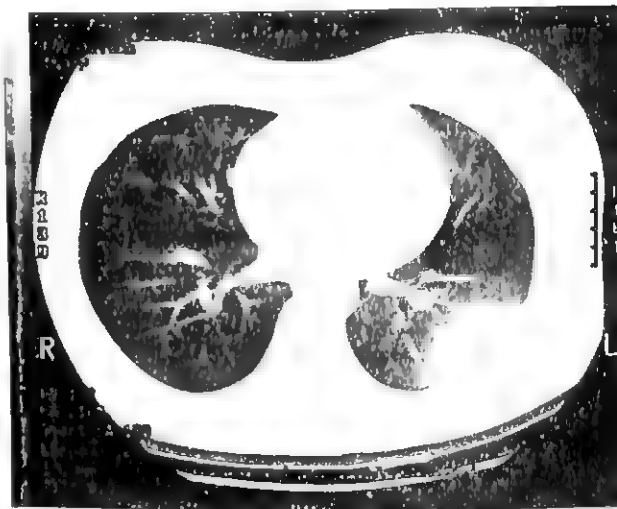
肺隐球菌病胸部 CT 表现(1)
